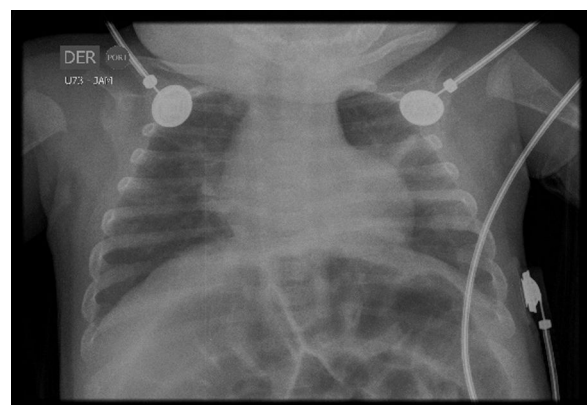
Radiografía de tórax luego de lograr la extubación.
